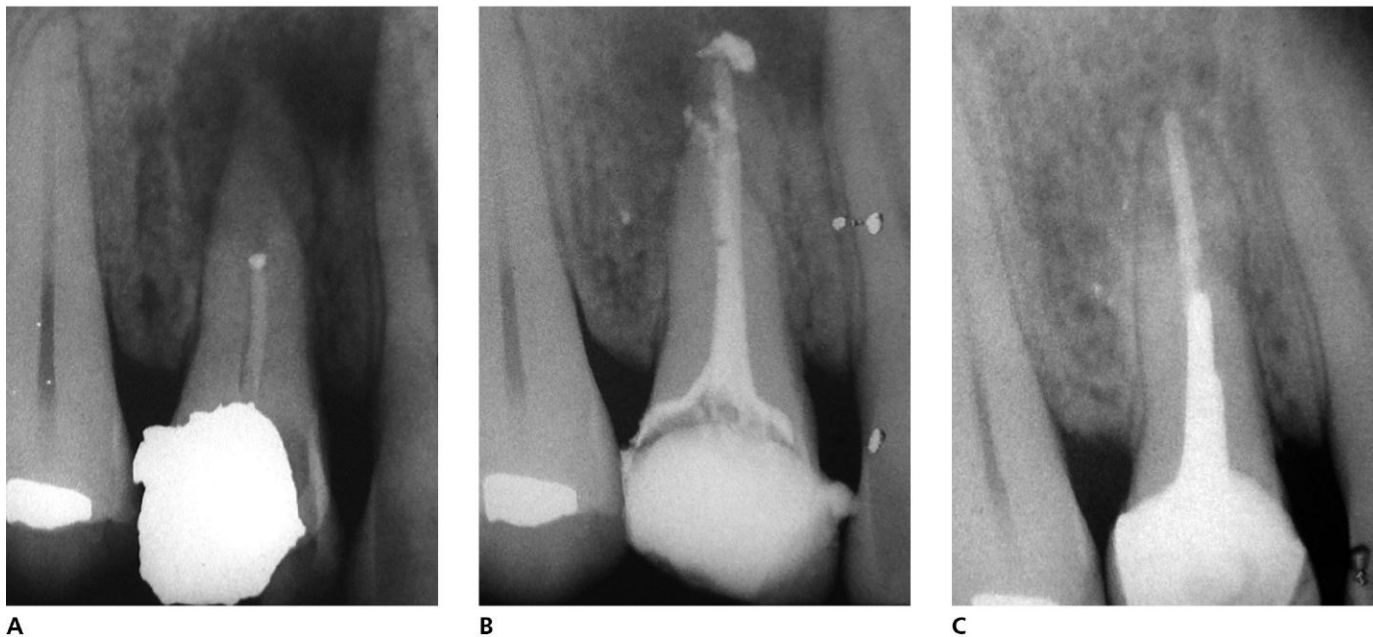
Fracaso reiterado del tratamiento endodóncico en 14. A. Radiografía inicial. B. Radiografía después de 1 año desde la inicial, tras segunda reendodoncia. C. Radiografía tras 2 años de evolución de la cirugía periapical.
